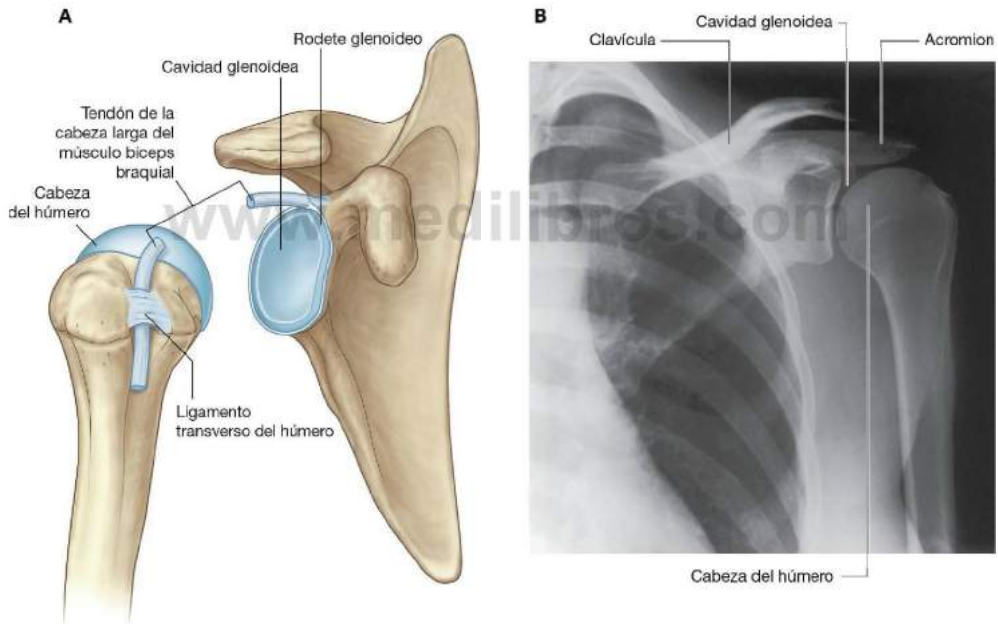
Articulación glenohumeral. A. Superficies articulares de la articulación glenohumeral derecha. B. Radiografía de una articulación glenohumeral normal.
